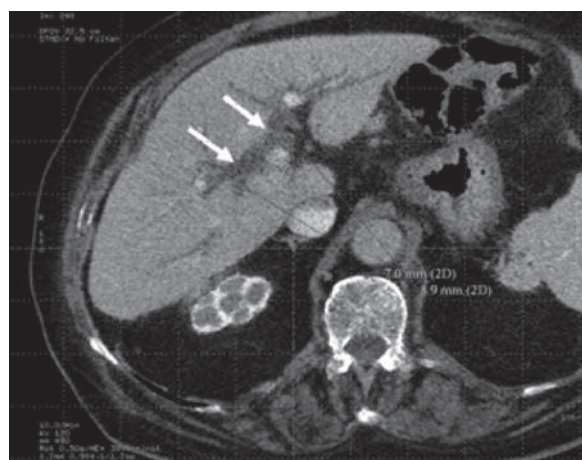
Больной С., 84 лет. ЖКБ (холецистэктомия). Холедохолитиаз. КТ с внутривенным контрастным усилением. Расширены правый (диаметр 7 мм) и левый (диаметр 8,9 мм) печеночные протоки (стрелки).
